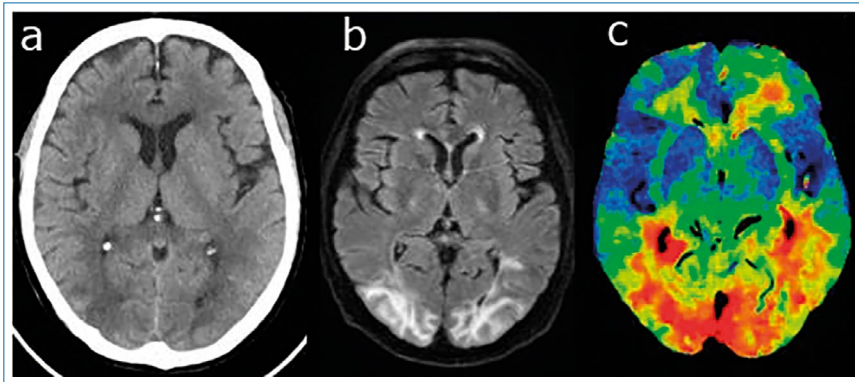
PRES: Edema vasogénico parietooccipital bilateral en TC basal (a), secuencia FLAIR de RMN (b), y retraso en tiempo de perfusión en mismos territorios en TC perfusión (c).
